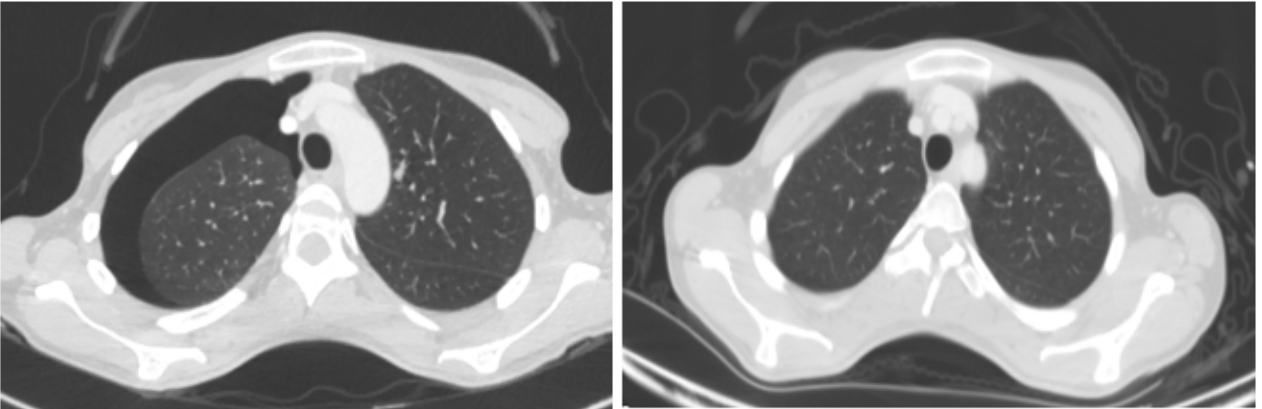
Olgu 2’de Regorafenib kullanımının 2. ayında ve kullanım öncesi BT görüntüsü
